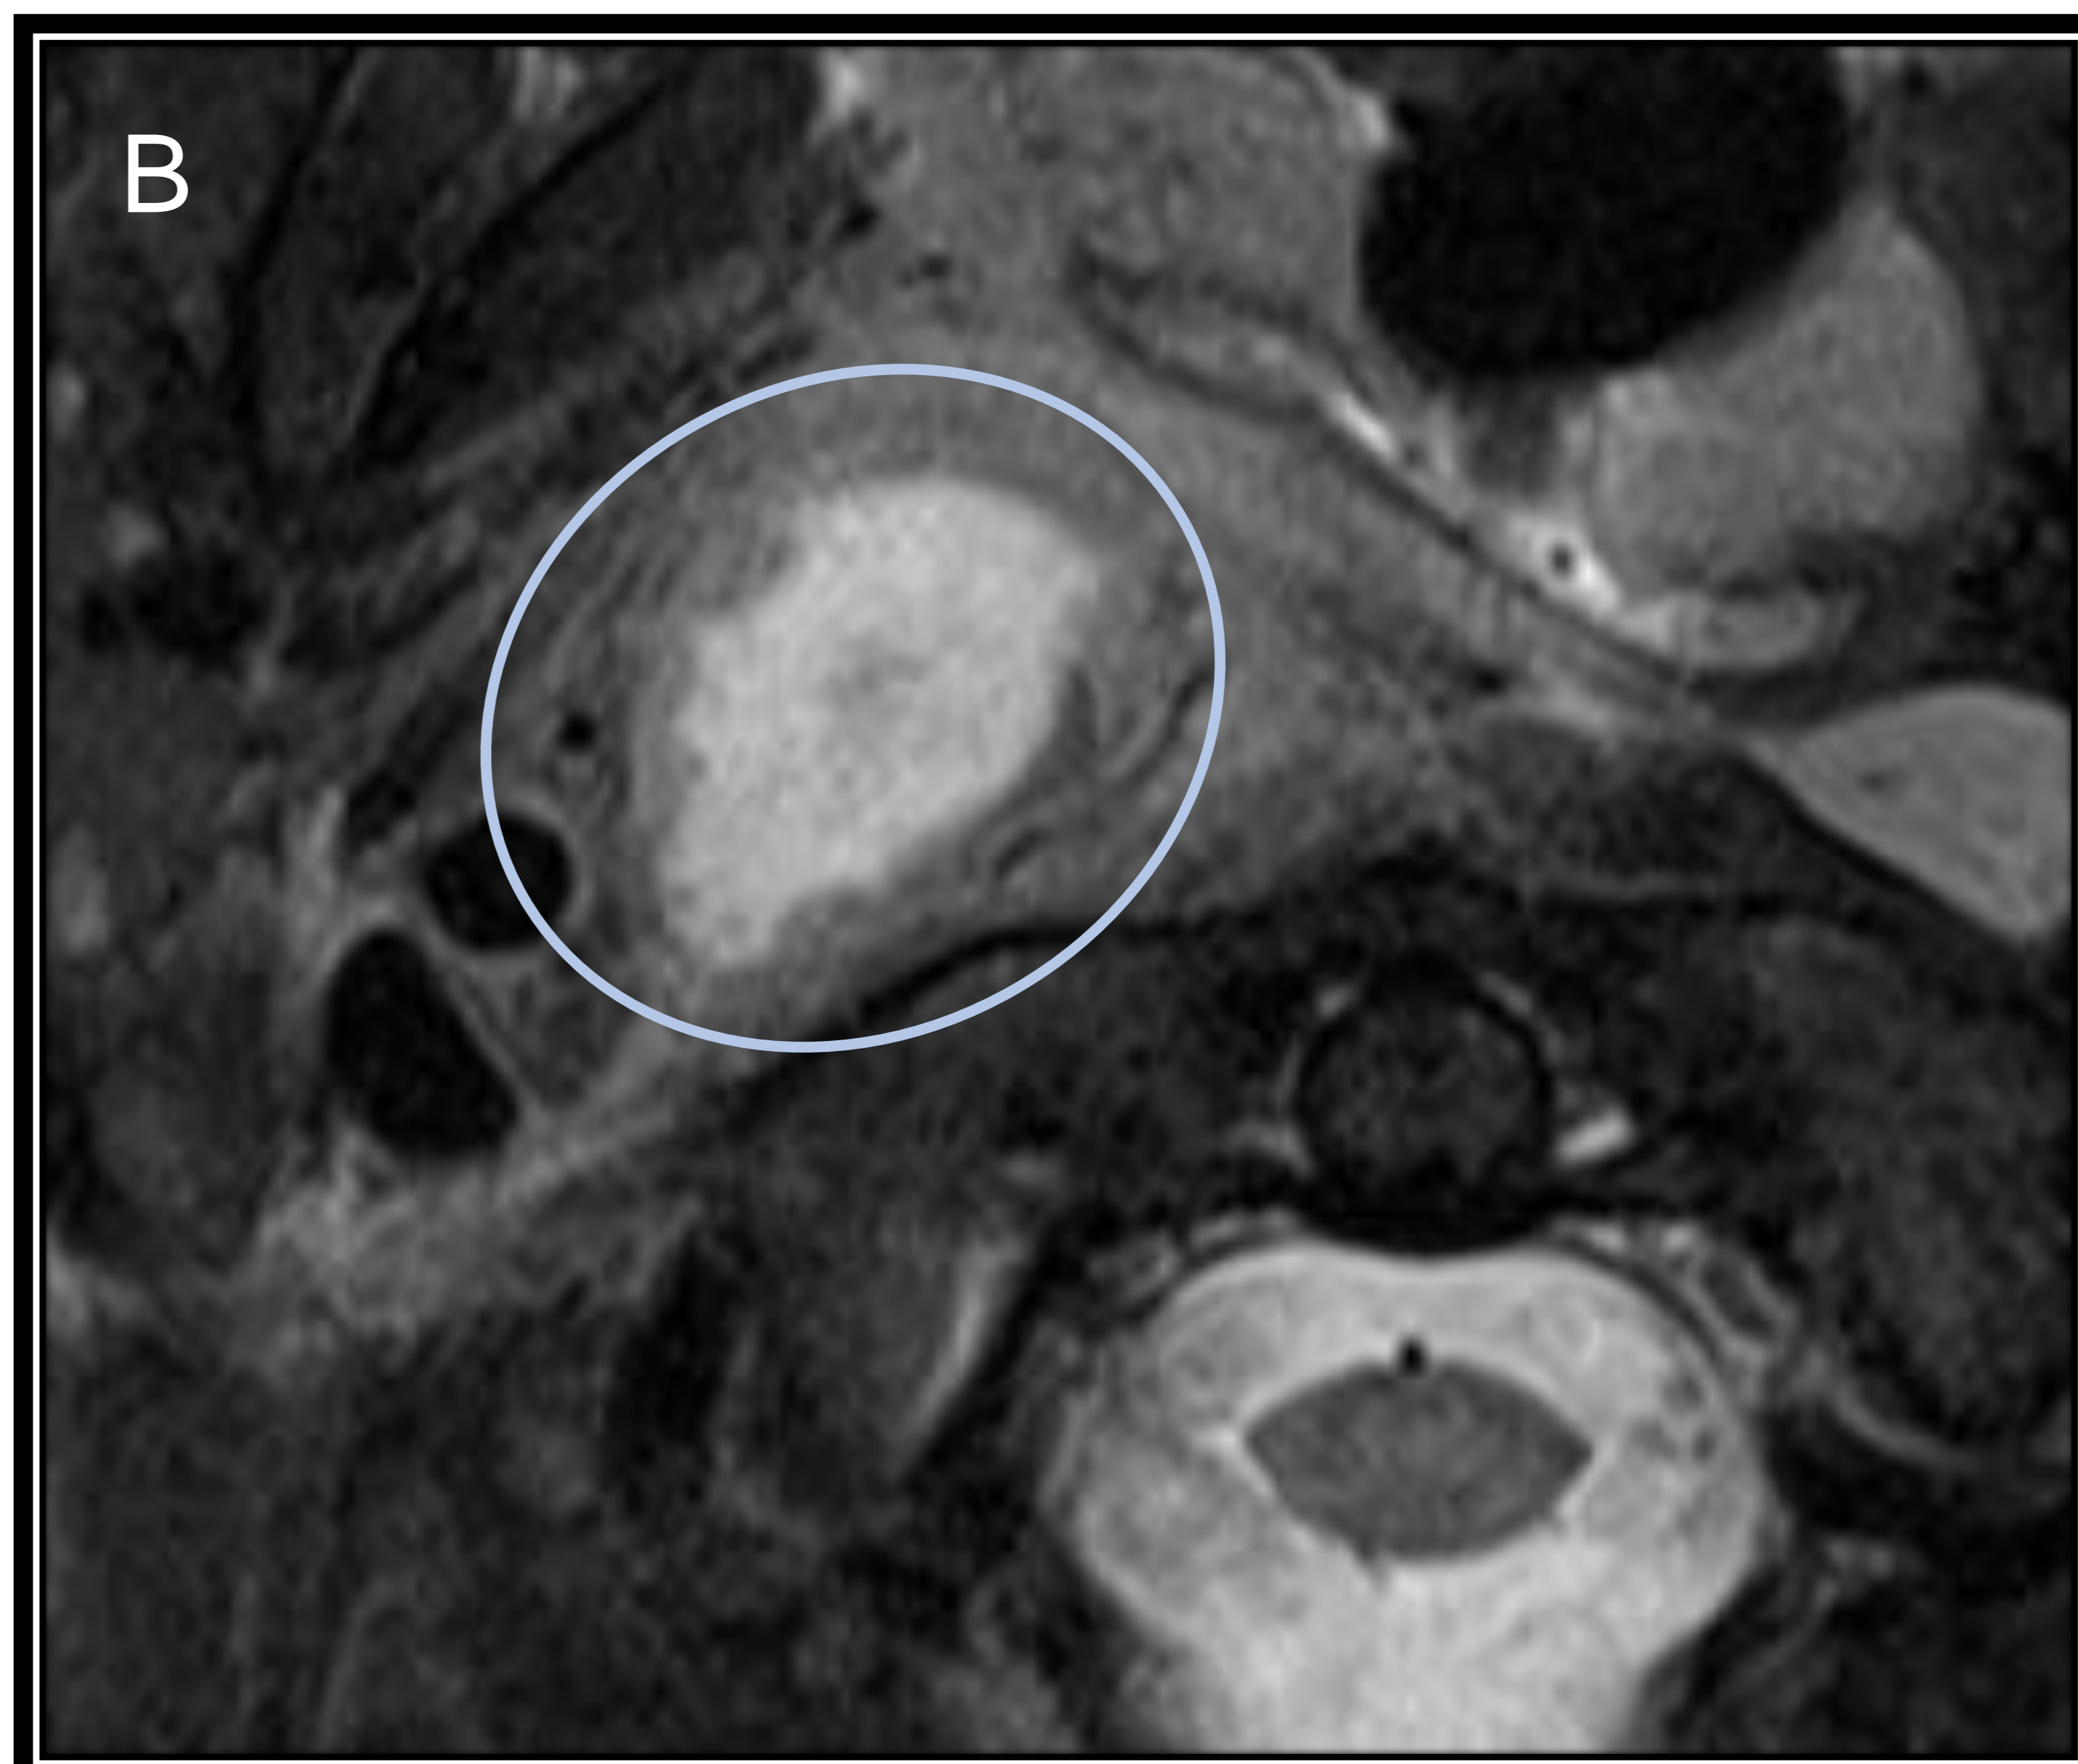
Ecografía de cuello (A). Estructura ovalada profunda, de morfología irregular, levemente heterogénea, con cambios inflamatorios en planos blandos adyacentes. RM craneal con contraste intravenoso (B, C y D). Adenopatía abscesificada retrofaríngea derecha (elipse), con extensa área flemonosa y miositis del músculo largo de la cabeza ipsilateral (flecha), con efecto de masa sobre amígdala ipsilateral y vía aérea (asterisco).
